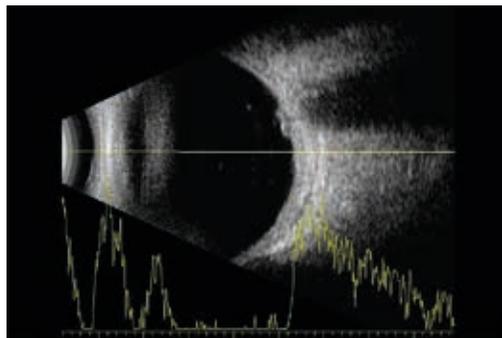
Ecografía modo B de OD en el que se observa el signo de la «T».
